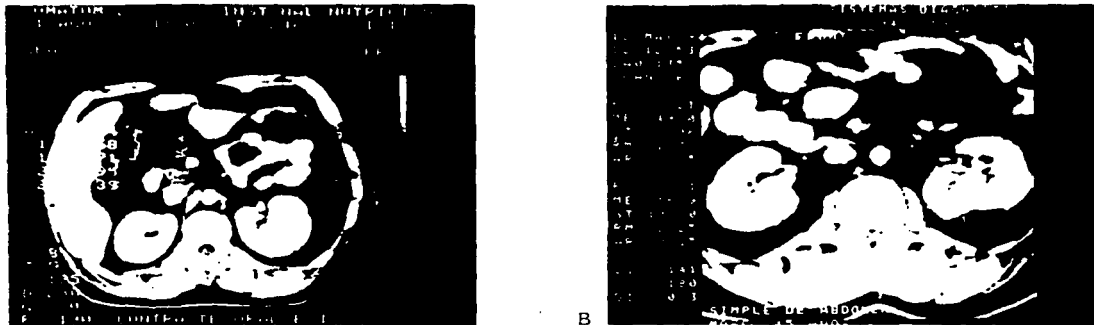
Tomografía axial computada de abdomen: a) lesión renal de un paciente con control de absceso hepático ambilado. b) se aprecia lesión de 5 cm de otro caso.
